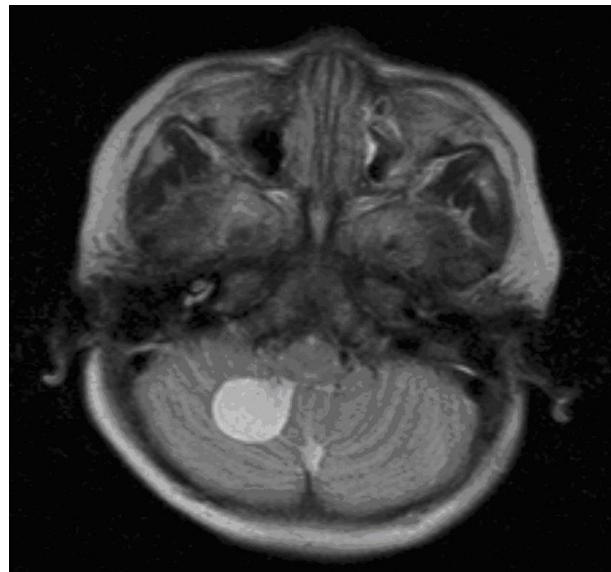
Brain magnetic resonance imaging revealed a 2cm-sized well-defined cyst in the right cerebellum.
